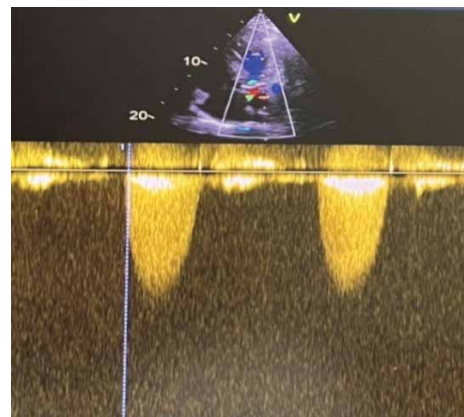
Допплеровская эхокардиография. Значимое увеличение гемодинамических параметров трансаортального кровотока
